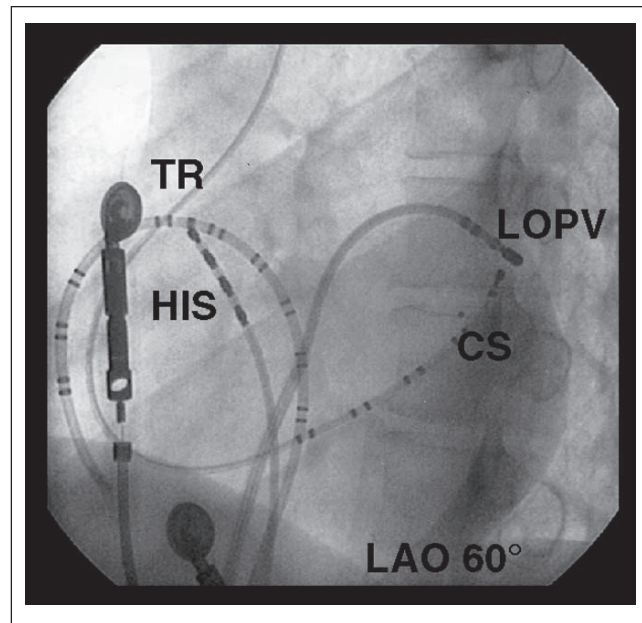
Röntgendurchleuchtung des Herzens im Rahmen der elektrophysiologischen Untersuchung. Dargestellt sind diagnostische Katheter sowie der Ablationskatheter zur Lokalisierung der fokalen Arrhythmie. TR = 20poliger Katheter im rechten Vorhof entlang des Trikuspidalrings; HIS = 4poliger Katheter im anterosseptalen rechten Atrium zur Registrierung des HIS-Potentials und Markierung des kompakten AV-Knotens; CS = 10poliger Katheter im Koronarsinus, Insertion über die linke V. subclavia; LOPV = Ablationskatheter im Bereich des Ostiums der linken oberen Lungenvene (Ort der erfolgreichen Hochfrequenzstromablation). Zugang zum linken Atrium über eine transseptale Punktion.
